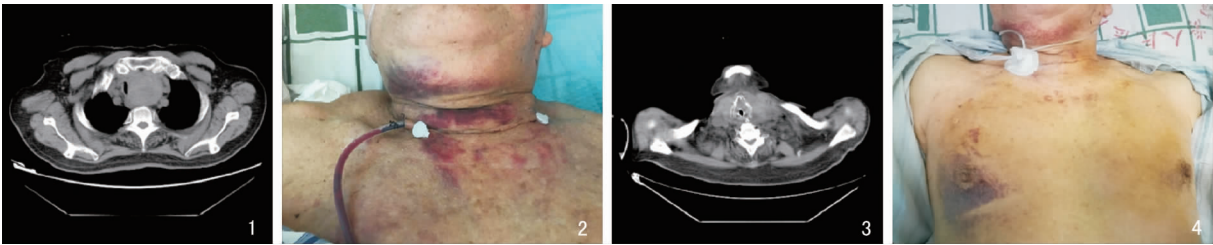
术前CT显示胸骨后甲状腺肿压迫气管导致狭窄 图2 术后第1天颈部广泛瘀斑 图3 术后第4天CT见声门以上咽喉部水肿,与气管插管之间无间隙 图4 术后第7天颈部瘀斑有所消退,胸壁瘀斑仍存在
